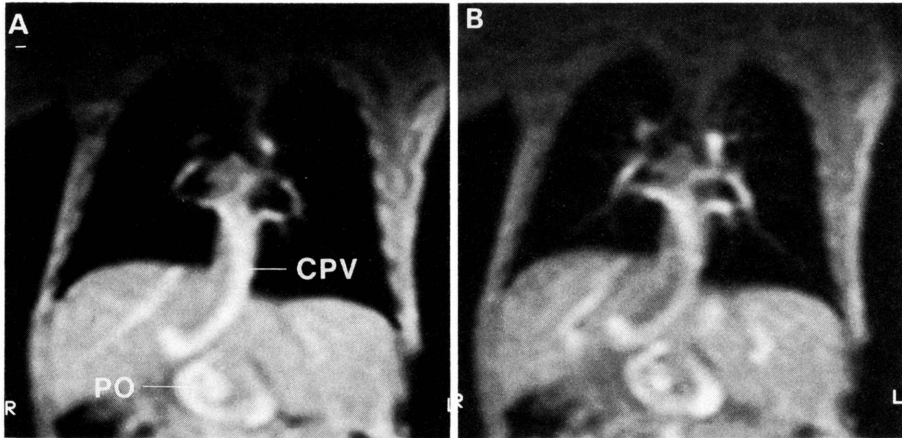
症例 2 (Darling 分類 III 型) の cine MRI 冠状断面像 (A: 収縮期, B: 拡張期). 肺静脈が集まり共通肺静脈 (CPV) となって下行し, 横隔膜を貫いた後右肝門部で屈曲し時計方向に 1 回転して門脈 (PO) に還流する様子が拍動性に観察された.
